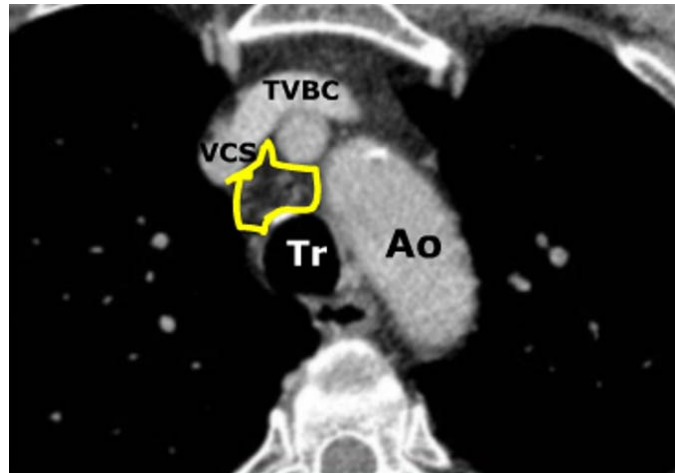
coupe axiale d'une TDM thoracique montrant la loge de BARETY.
